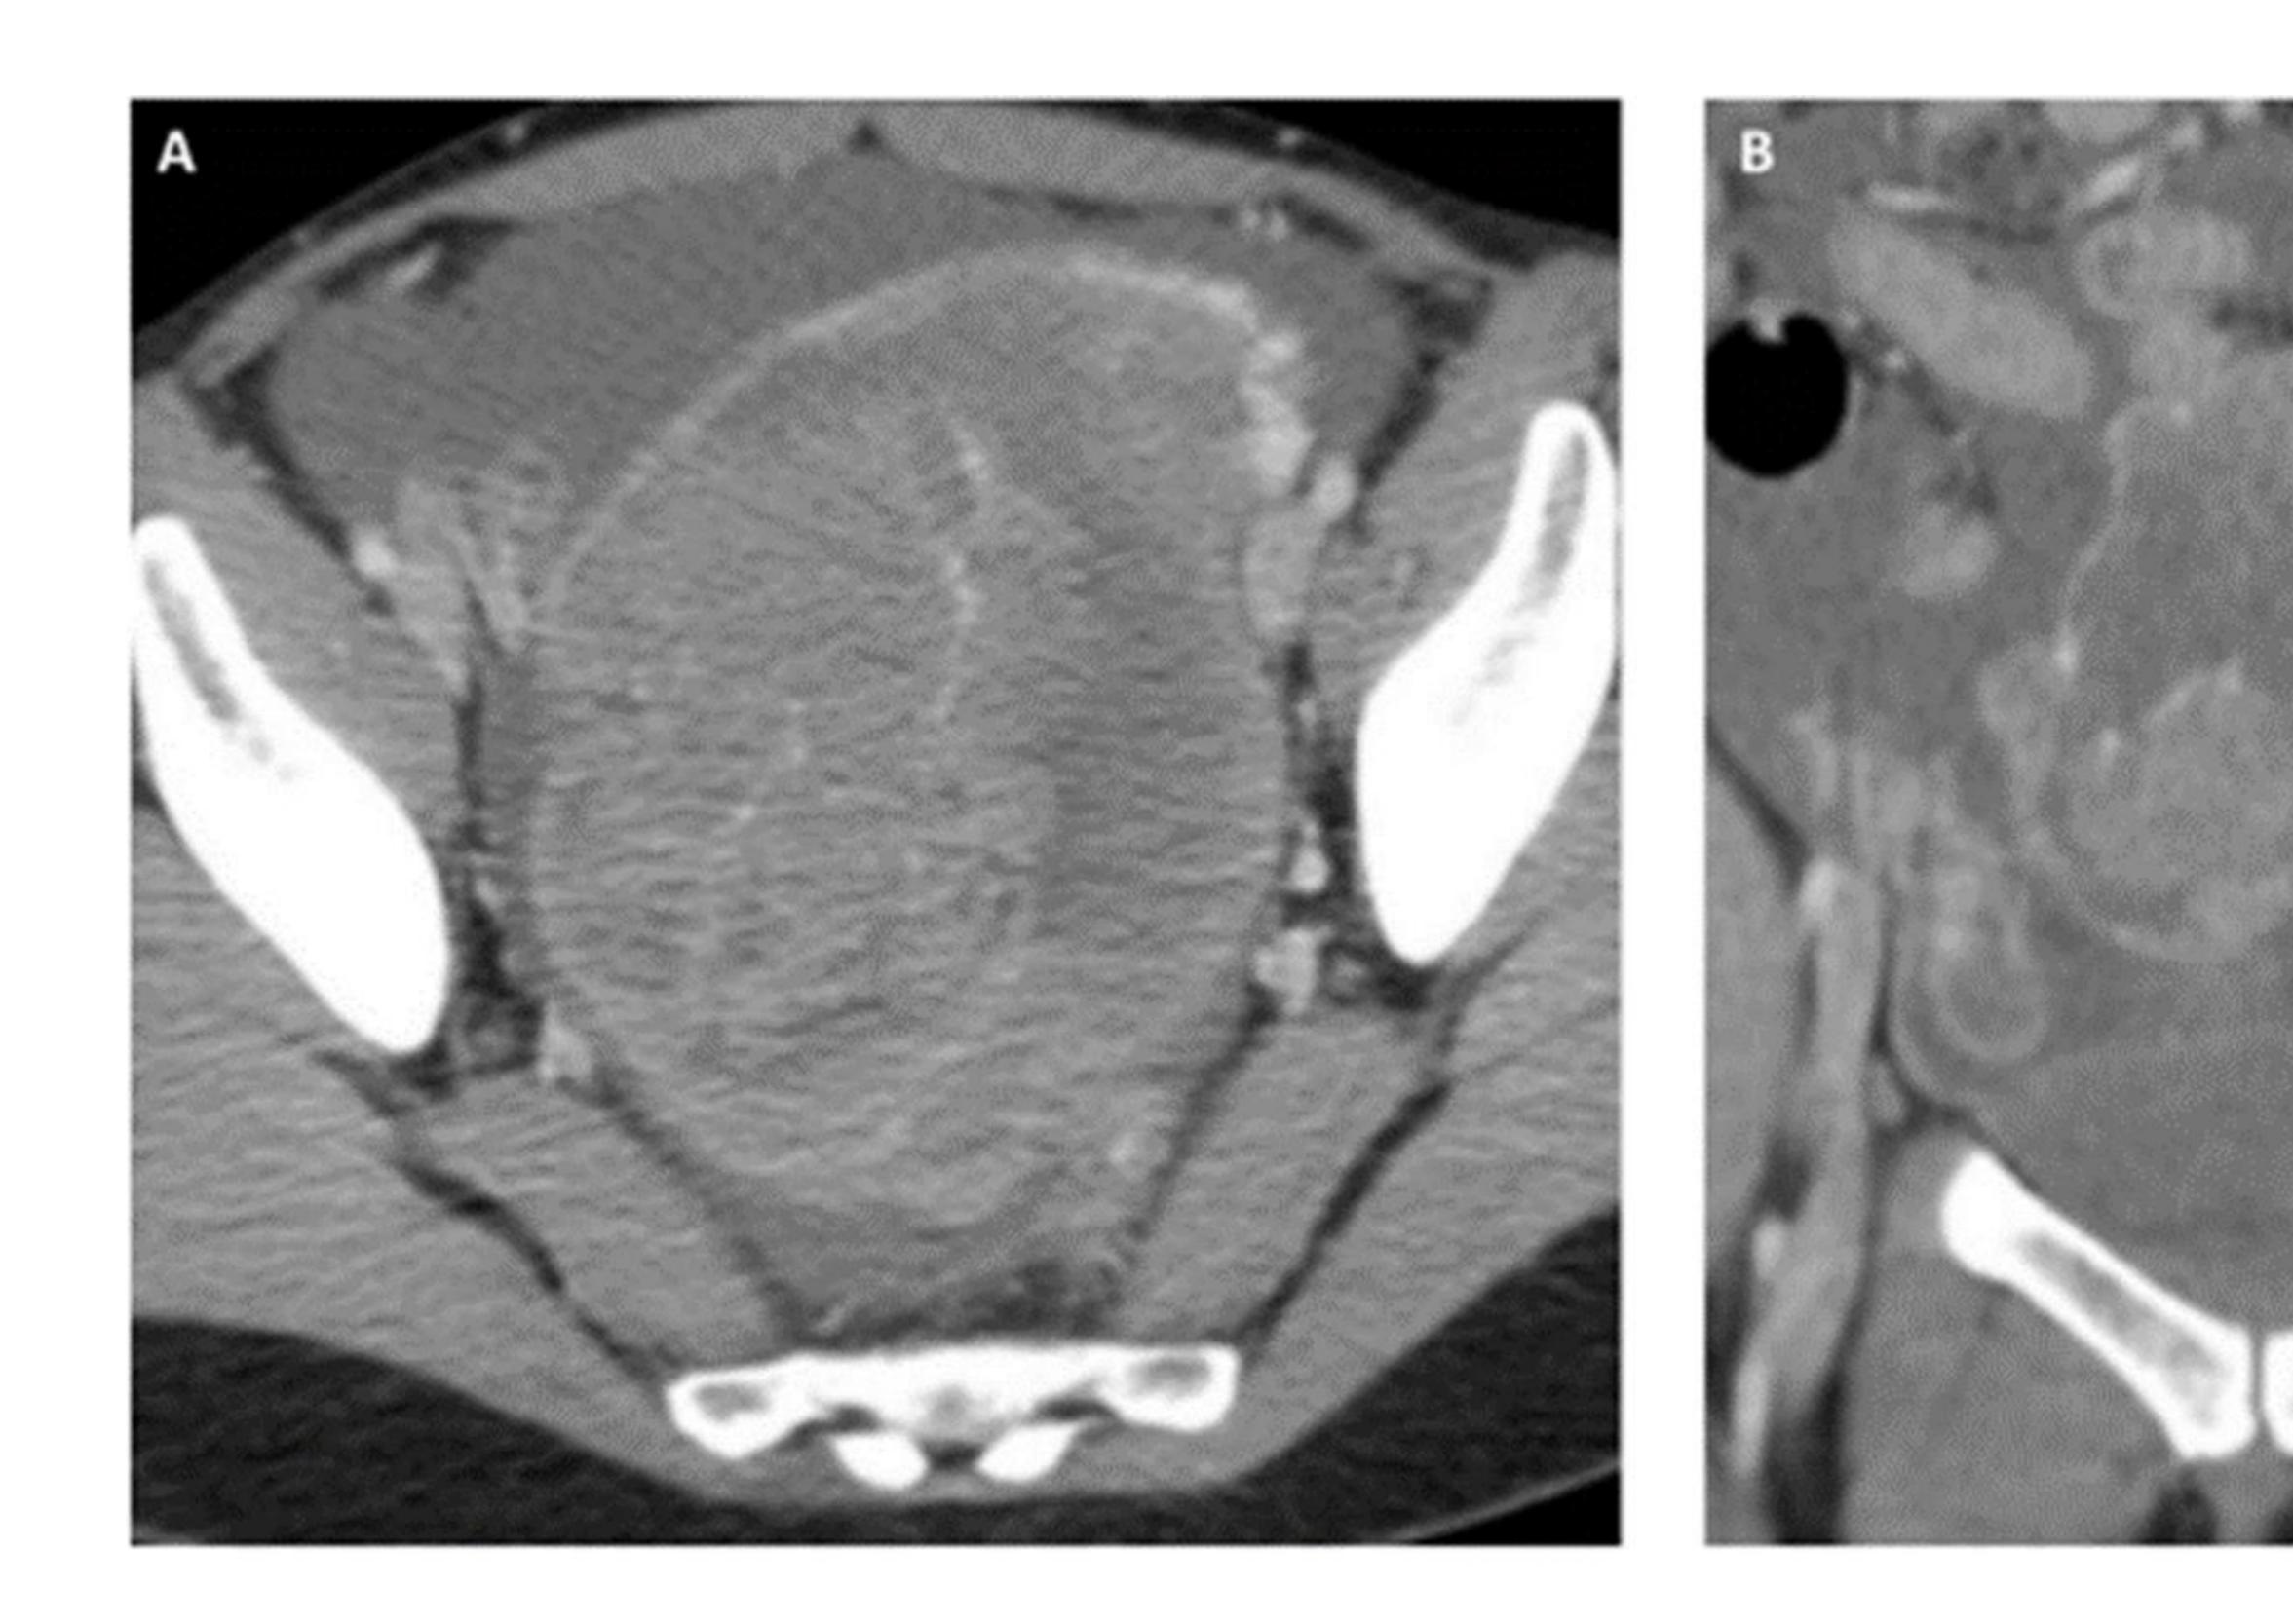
TC abdomen-pelvis al diagnóstico inicial.
